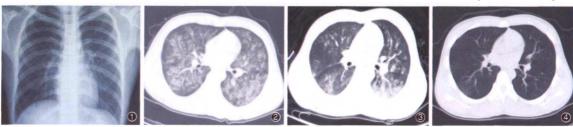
2009年11月22日X线胸片示患者双肺清晰,无明显异常 变 图3 2009年11月24日CT示患者肺部病灶较前有明显吸收
